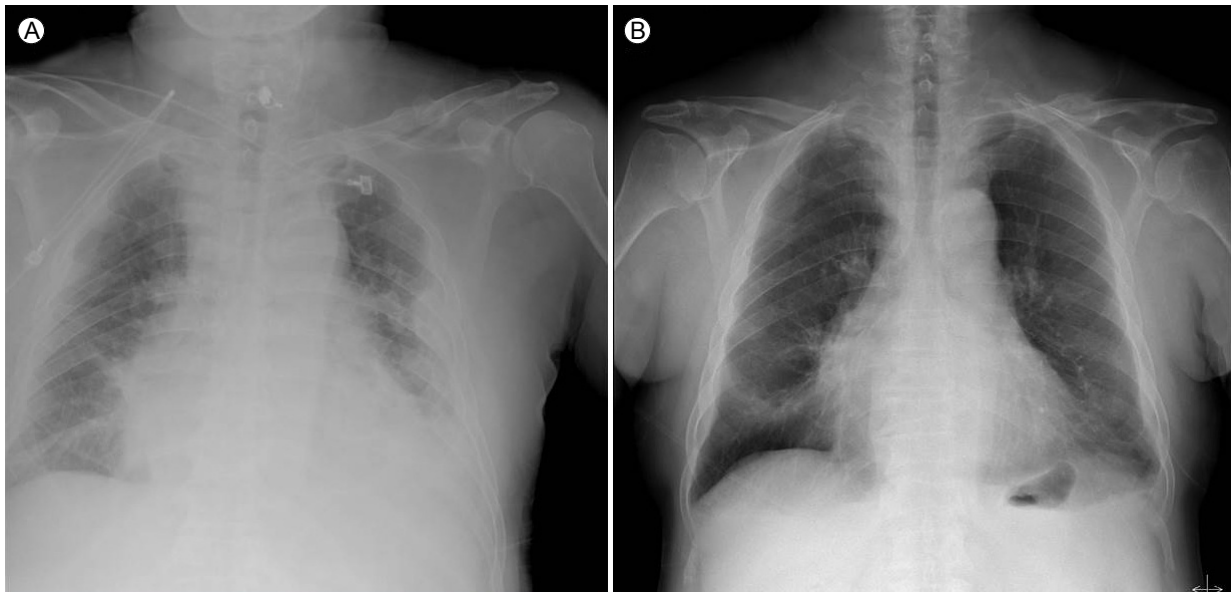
Chest radiographs demonstrating (A) diffuse pulmonary edema and bilateral pleural effusion that (B) subsided soon after admission.
